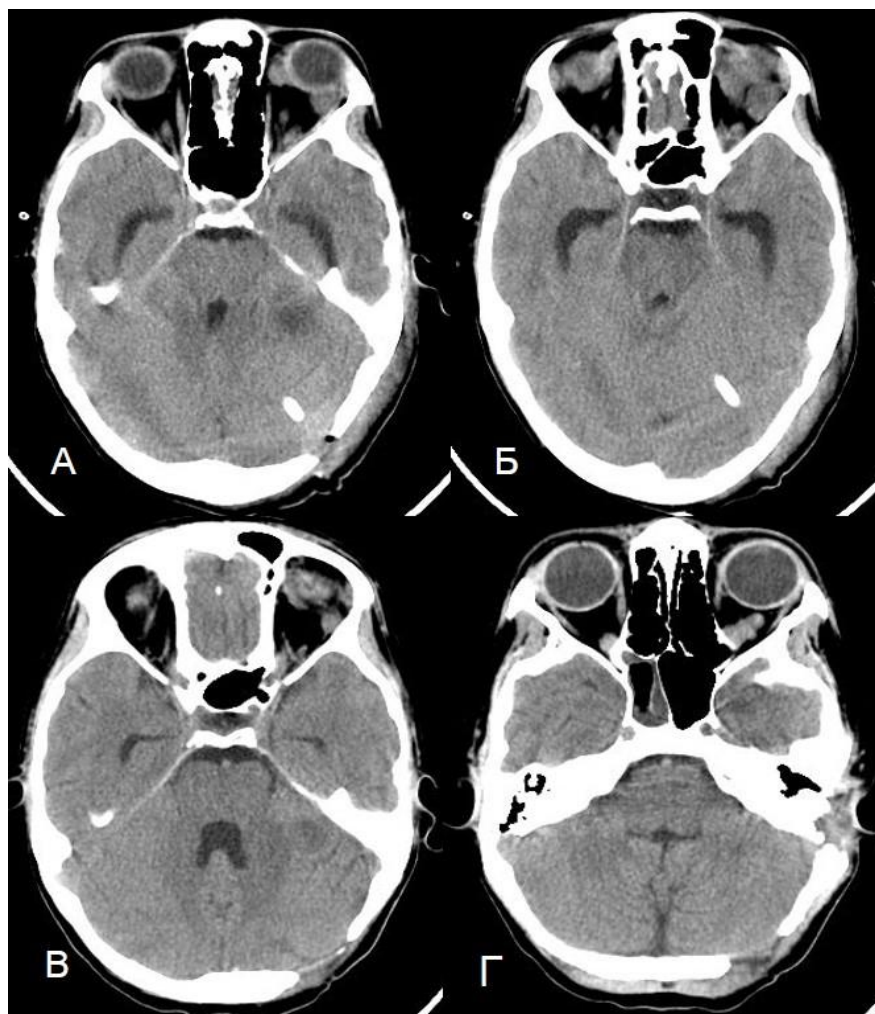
КТ головного мозга пациента К., 16 лет, без контрастирования на 5-е (А, Б) и на 17-е сут (В, Г) после хирургического лечения
